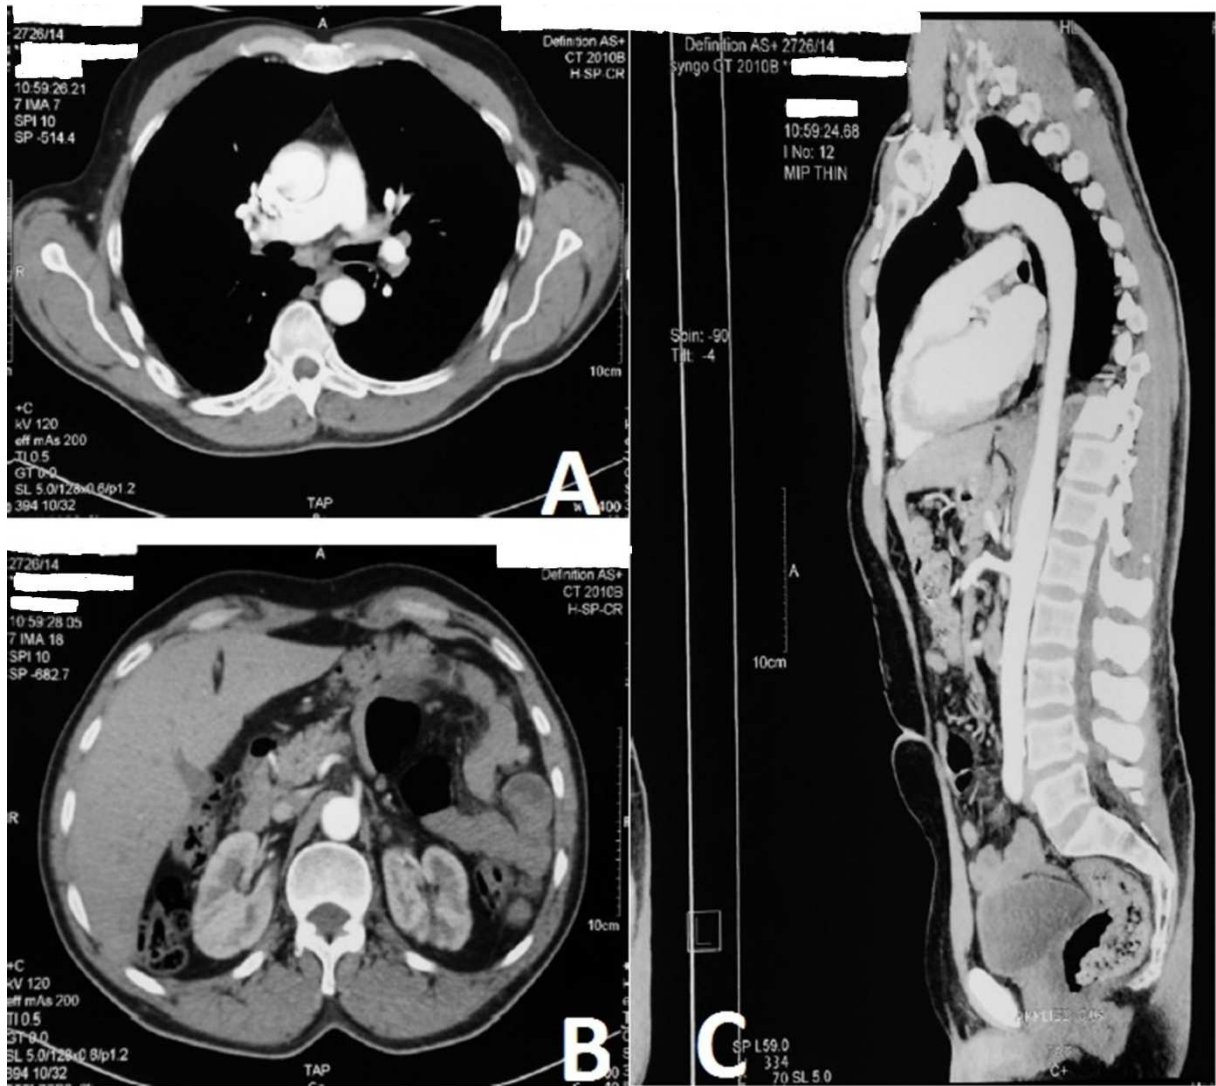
Coupe axiale (A) et sagittale (C) d'une angio TDM montrant une disparition totale du thrombus au niveau de l'aorte thoracique.
